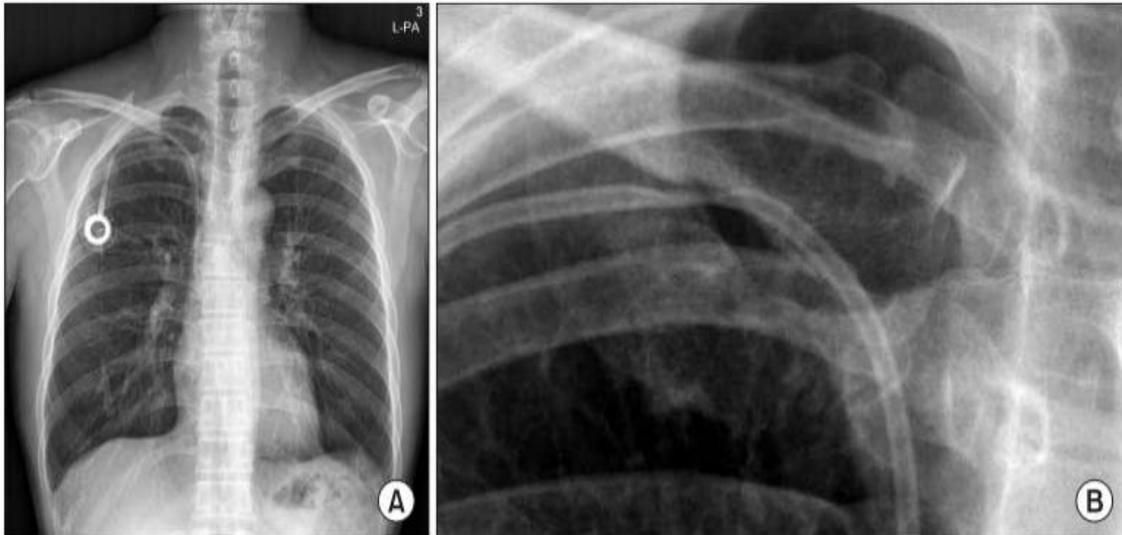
A/Radiographie pulmonaire montre un rétrécissement luminal du CCI représentant un PCC grade 2 B/ Vue rapprochée
